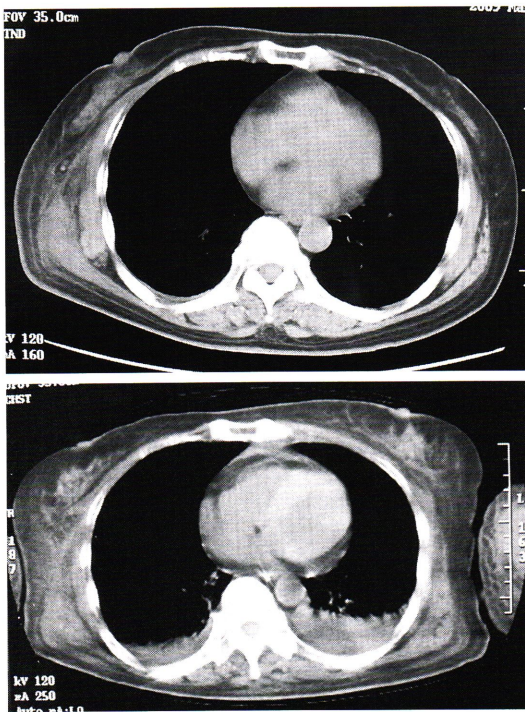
胸部単純CT(上段:入院時, 下段:第29病日)
